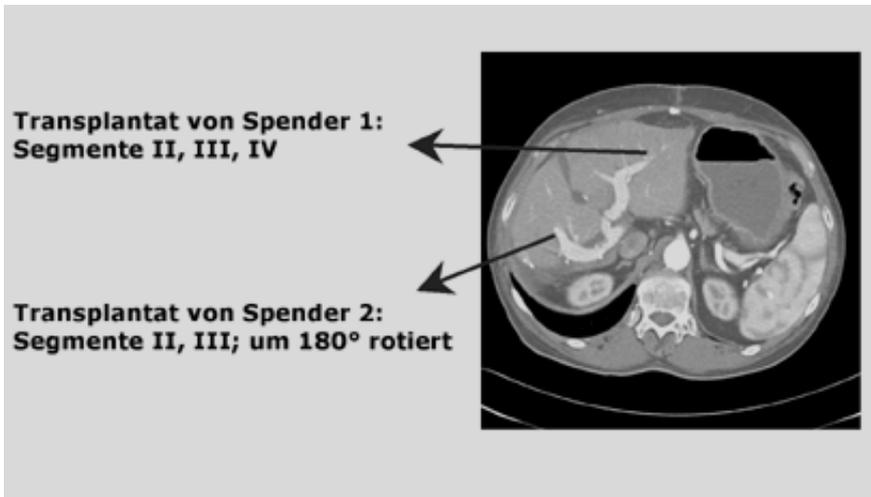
postoperatives CT, Fall 2
